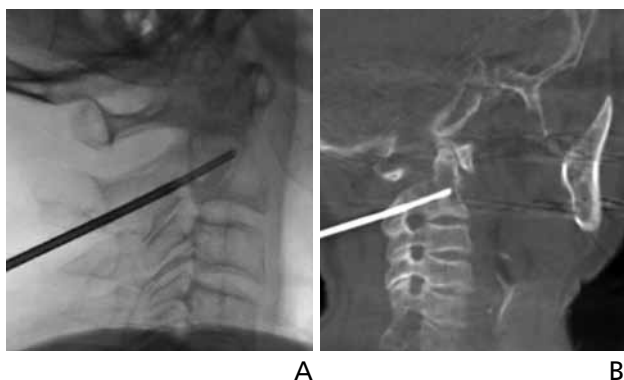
Fluoroscopic-guided C2 biopsy. (A) Lateral fluoroscopic image shows biopsy needle located in the C2 vertebra. (B) Cone-beam computed tomography image shows the needle tip not over the anterior cortex of the vertebral body. The pathology revealed metastasis from lung cancer.
